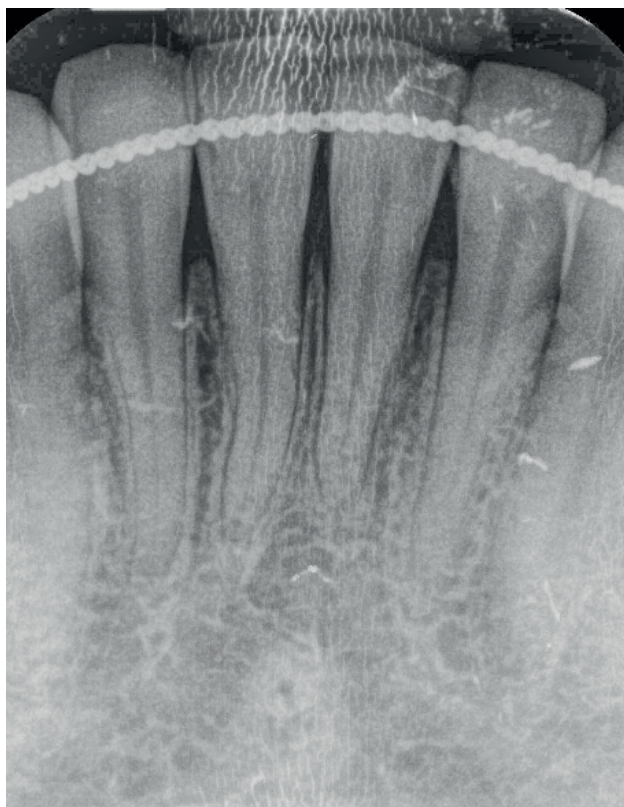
Radiografía de dientes 3.2 hasta 4.2.
